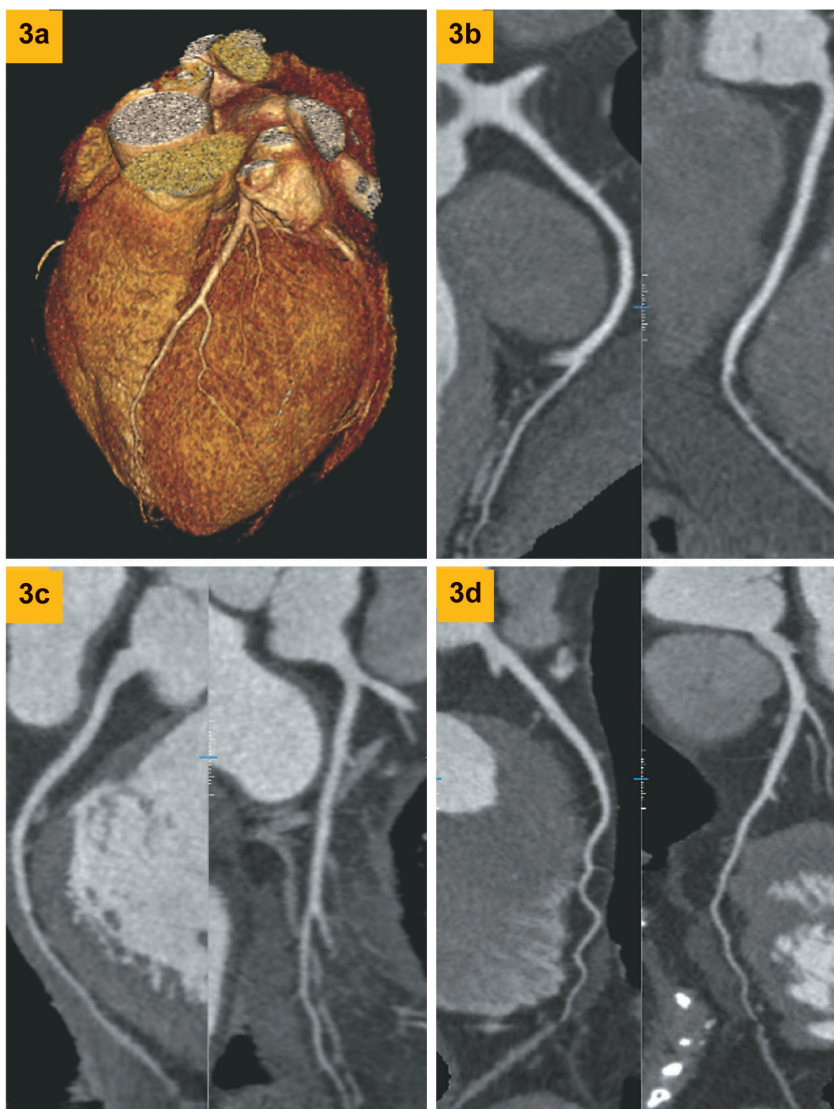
d. КТ сердца с перспективной синхронизацией: пациентка в возрасте 64 лет перед планированием химиотерапии с Herceptin и визуализацией
